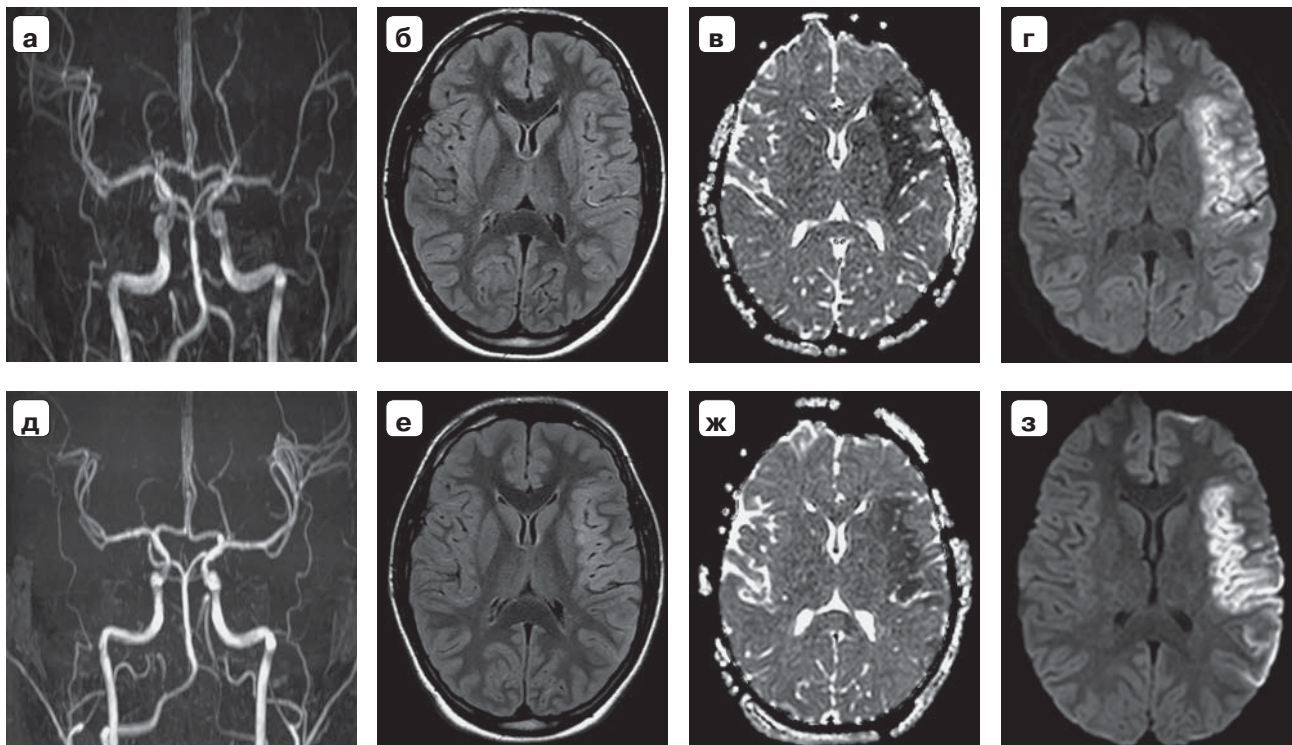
МРТ-исследование пациента 17 лет в первые 6 ч (а, б, в, г) и через сутки (д, е, ж, з) с момента возникновения неврологической симптоматики.
